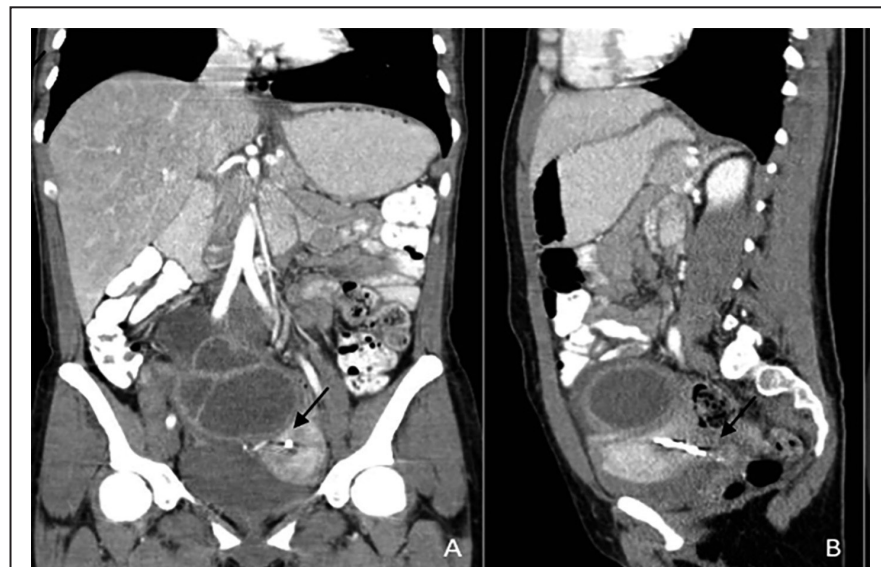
Tomografía con contraste que muestra absceso pélvico y ubicación del dispositivo intrauterino (DIU). A. Masa quística multiseptada con diámetros mínimos de 115 x 100 x 95 mm anexial derecha ovárica que provoca desplazamiento del útero en sentido anterolateral izquierdo, el cual muestra en su interior imagen compatible con dispositivo intrauterino. B. Se evidencia la lesión quística septada y la presencia de imagen compatible con DIU, el cual atraviesa el miometrio, con su punta y sobresale a la cavidad peritoneal, lo que produce una comunicación y un gran absceso pélvico en fosa iliaca derecha.
